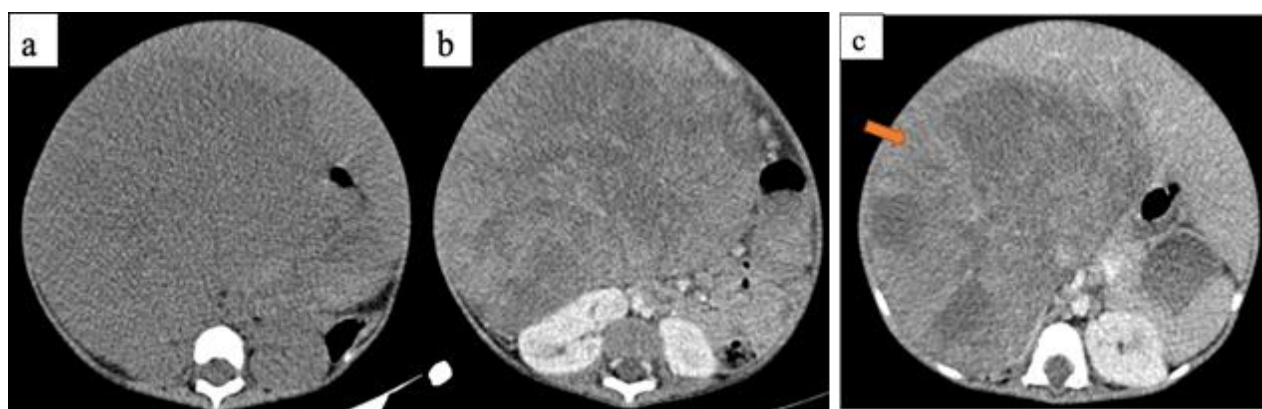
TDM en coupes axiales avant (a) et après injection de PDC (b, c). Neuroblastome surrénalien droit. Fille de 02 ans. Volumineuse masse rétropéritonéale supra rénale droite de densité tissulaire modérément rehaussée de manière hétérogène après injection de PDC en rapport avec la présence de zones de nécrose. Elle dépasse la ligne médiane, les anses et les gros vaisseaux à gauche (→)
